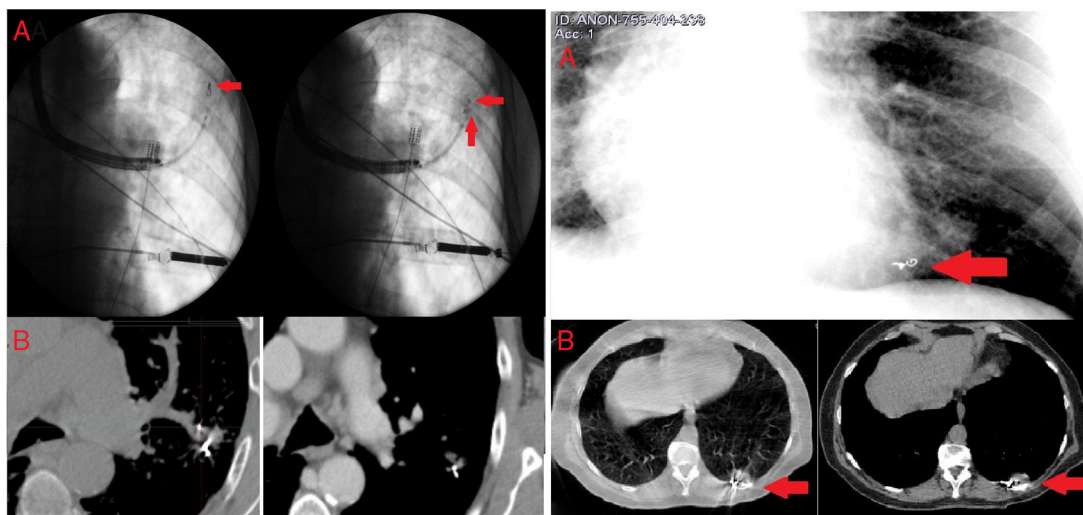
Izquierda (caso 1). A: visualización mediante fluoroscopia de la introducción a través del canal de trabajo extensible del catéter de cepillado endobronquial precargado con fiducial (izquierda). Colocación de segundo fiducial intratumoral (derecha). B: TAC torácica tras el implante endoscópico, que confirmó la presencia intratumoral del fiducial, con migración del segundo. Derecha (caso 2). A: visualización mediante fluoroscopia de baja radiación de 2 fiduciales intratumorales durante la broncoscopia. B: TAC torácica tras el implante endoscópico, que confirmó la presencia intratumoral de 2 fiduciales, sin migración de ninguno de ellos.
